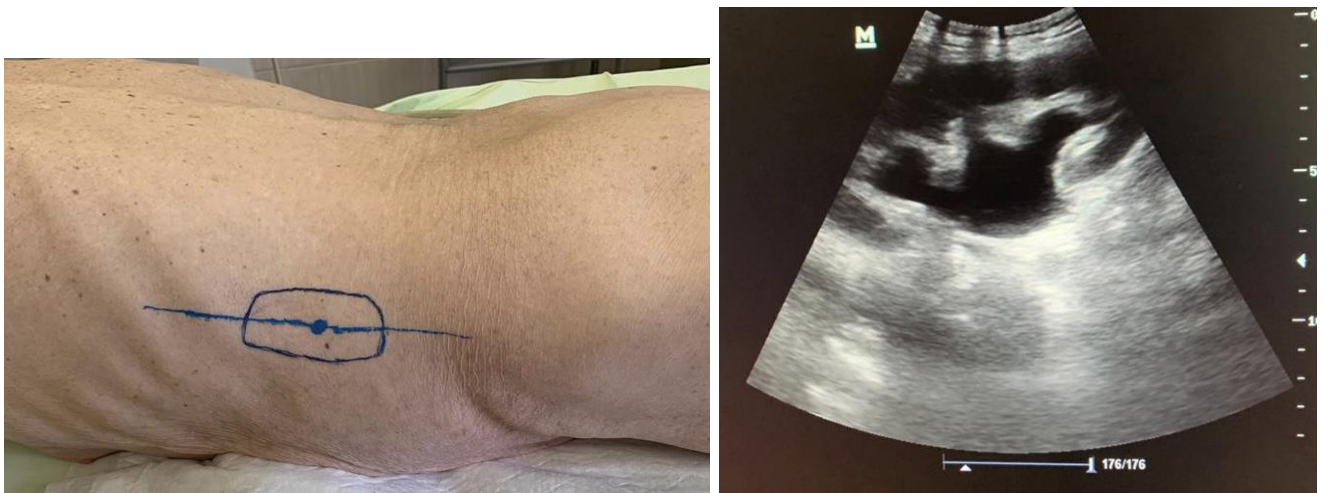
Выполнено УЗИ почки при продольном расположении датчика
